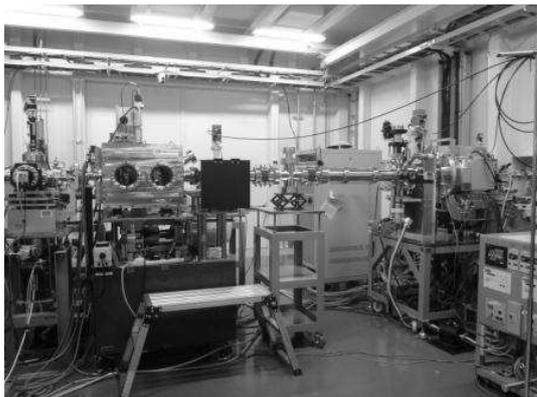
X線自由電子レーザー施設SACLAを用いたパルス状コヒーレントX線溶液散乱実験のセットアップ
